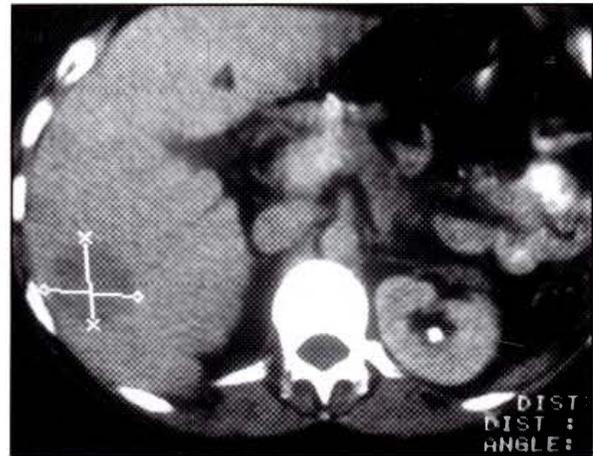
TAC de la misma paciente con metástasis hepática única, confirmada y reseca durante la cirugía.
